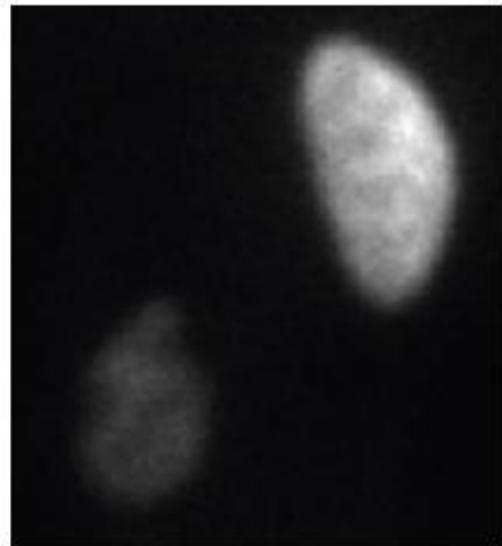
Statička scintigrafija bubrega u slučaju bubrežne ektopije: snimci u posteriornoj i anteriornoj projekciji.
